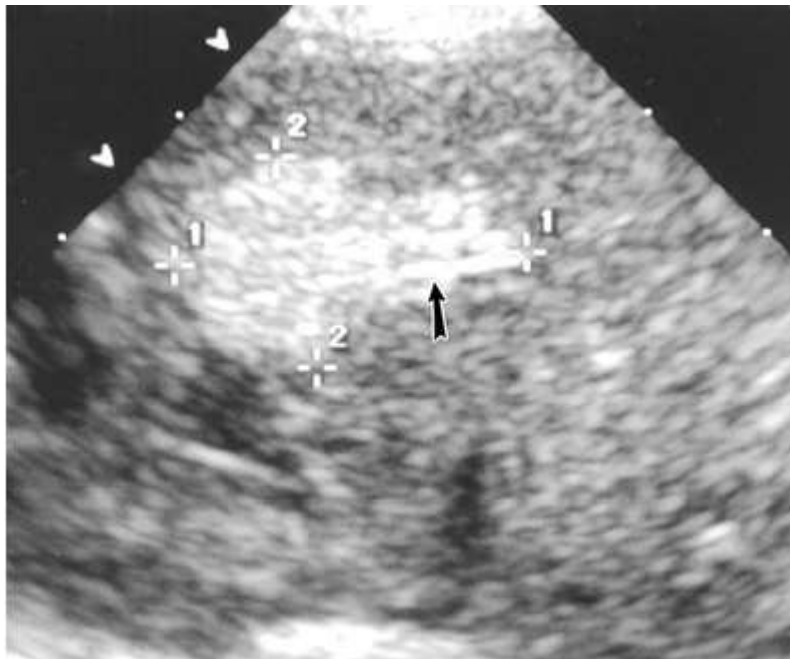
Hématome hépatique causé par le positionnement intraparenchymateux extravasculaire de l'extrémité du cathéter veineux ombilical. L'échographie révèle la pointe du cathéter (flèche) adjacente au foyer échogène dans le parenchyme hépatique [120]
